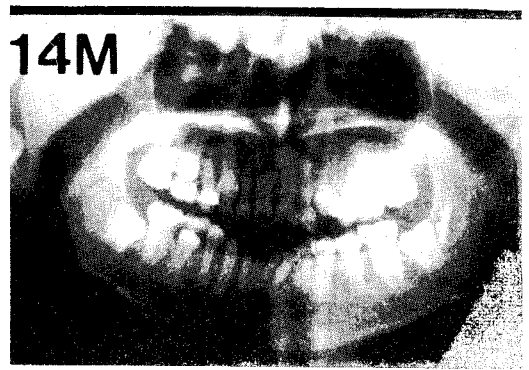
술후 14개월 파노라마 방사선사진. 하악 우측 견치와 좌측 견치의 치관/치근 비율은 각각 0.44, 0.5
